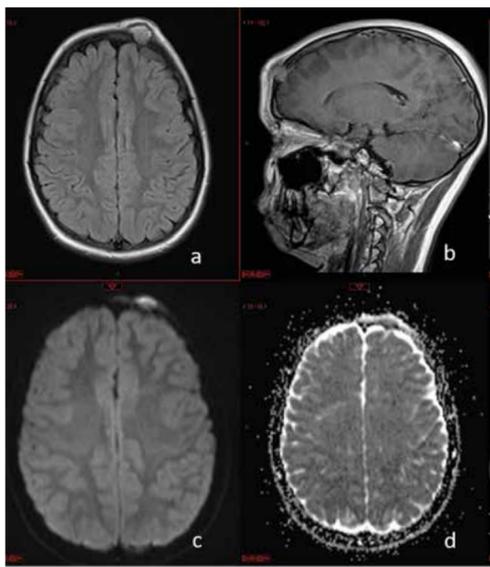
RM de crânio. Lesão óssea frontal à esquerda, com aparente extensão dural, com hipersinal em FLAIR (a) discreto realce pelo meio de contraste em T1 pós-contraste (b) e áreas de restrição à difusão (c+d).
